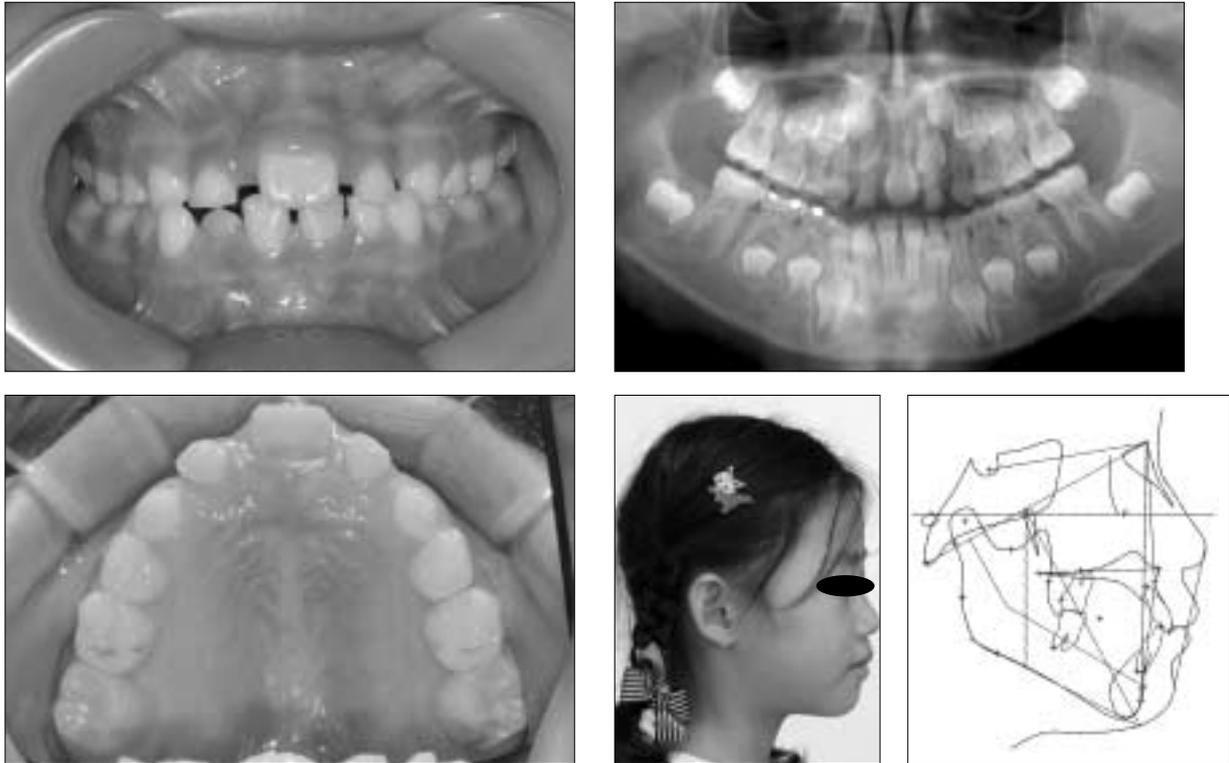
Intra-oral photographs, panoramic view, cephalo radiographic evaluation, extra-oral photograph at first visit(clockwise direction).
